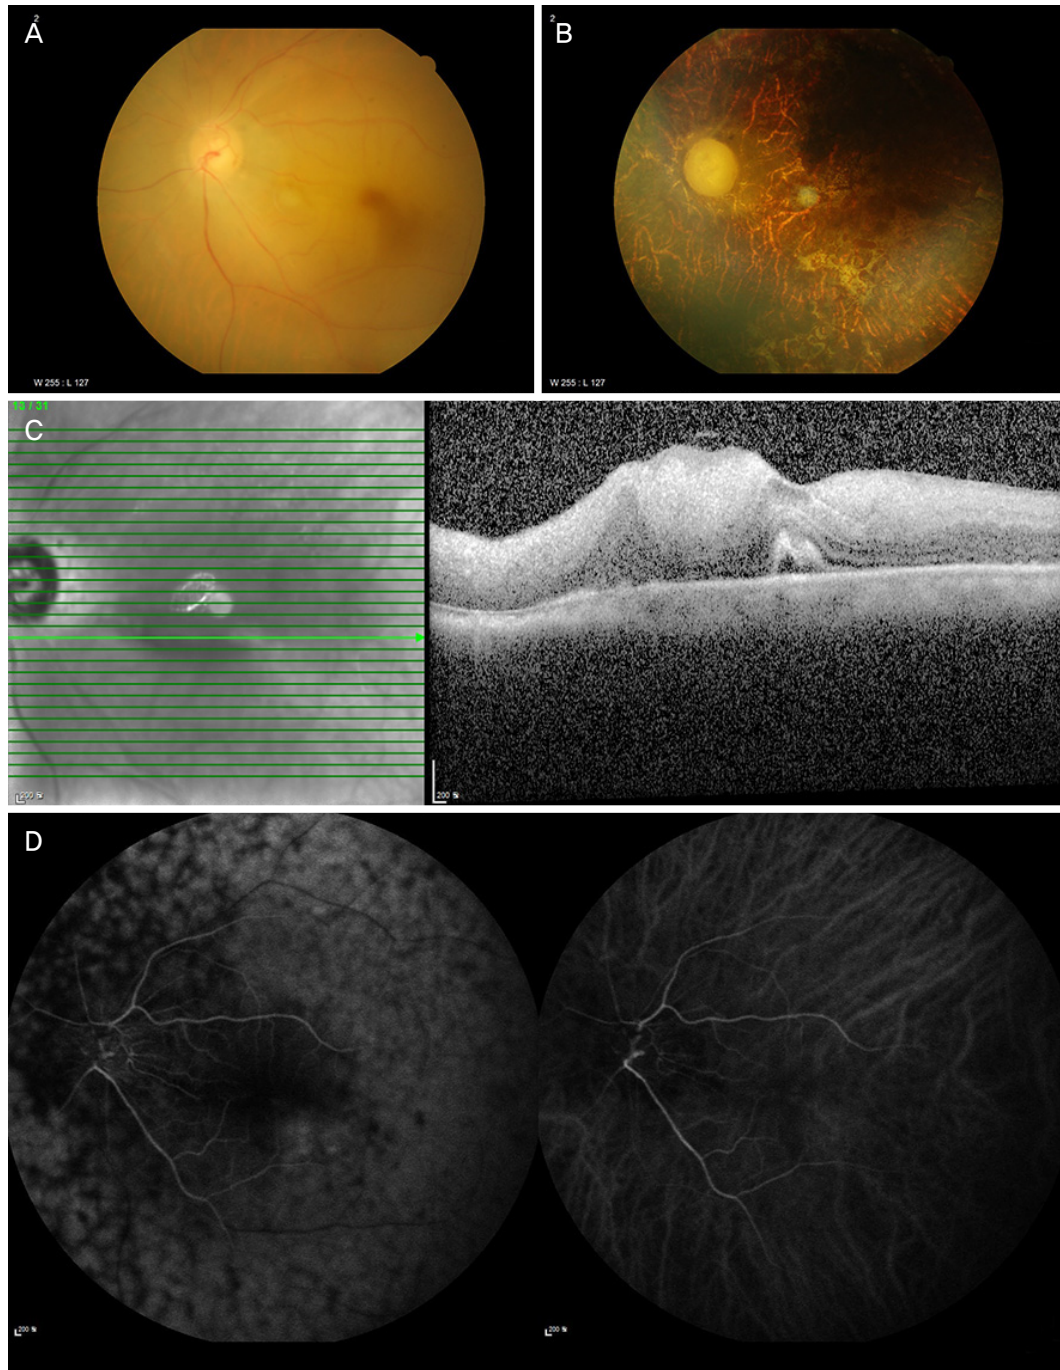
Posterior segment of the left eye. (A) Fundus photographs of patient on initial visit, (B) and last follow up at 7 months later. The cherry red spot on fovea with pale retina was showed, it developed chorioretinal atrophy several months later. (C) The reflectivity and thickness of inner retina was increased on optical coherence tomography, (D) arm to retinal time and arterio-venous transit time delay with delayed filling (28 seconds after injection) was detected on fluorescein angiography.
